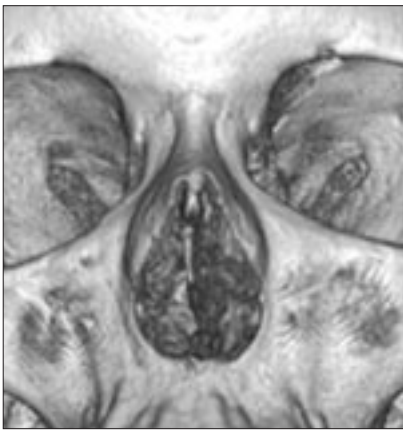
МСКТ, 3D-реконструкция, костный режим: грушевидный тип грушевидного отверстия
